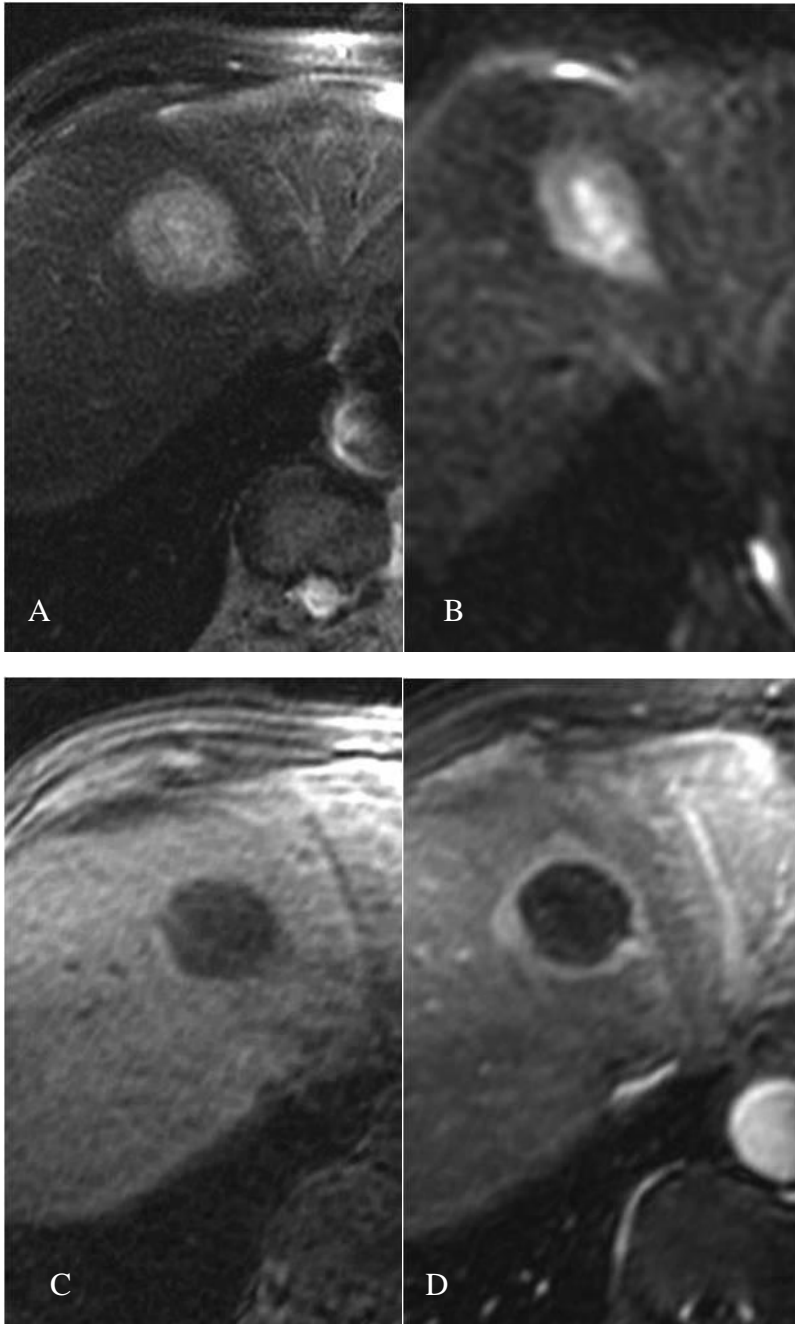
RM de MHCR pré-ARF: A. T2; B.Difusão; C. T1 sem contraste; D.T1contrastado na fase venosa portal
